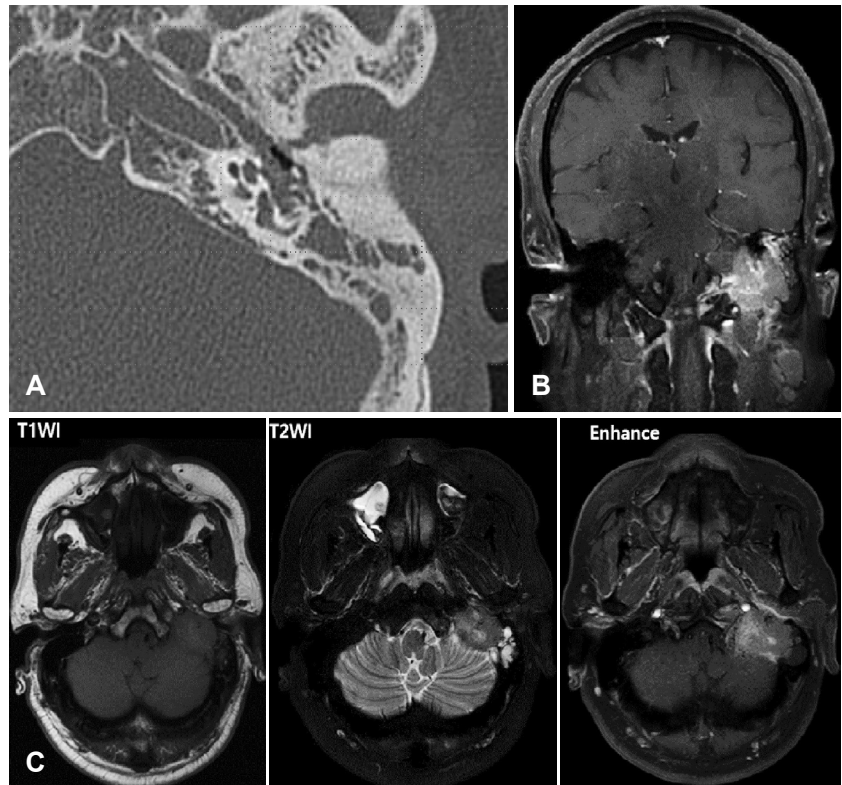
Initial temporal bone computed tomography show an eroded cochlear wall by adjacent mass lesion (A). Magnetic resonance imaging of the temporal bone show a destructive mass centered at the left jugular foramen with ipsilateral cervical lymphadenopathy (B). The large mass of the left temporal bone shows low signal intensity on T1 and T2-weighted images and heterogeneous bright signal intensity on contrast enhancement image (C).
